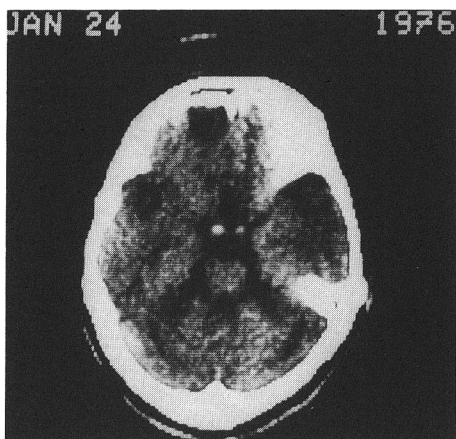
脊髄小脳変性症(オリブ橋小脳萎縮症)のCT 像：脳幹と小脳半球の著明な萎縮
